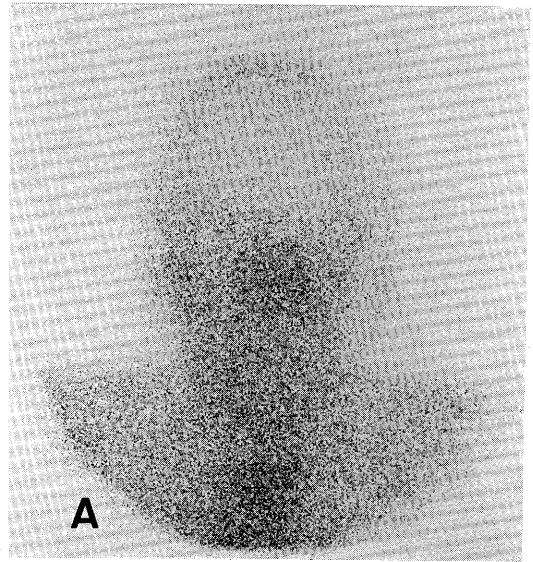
Tc-HMDP bone scintigram reveals abnormal accumulation around the left maxillary sinus.
